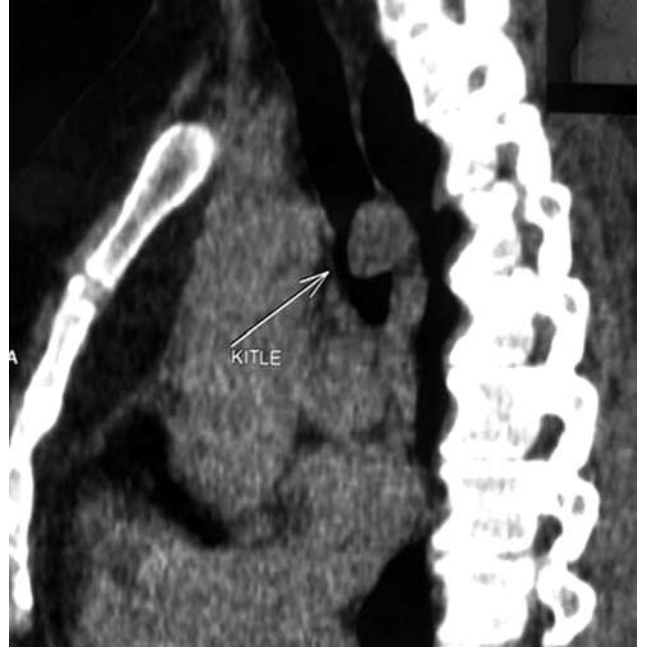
Bilgisayarlı toraks tomografisinde trakeayı daraltan polipoid kitle.
